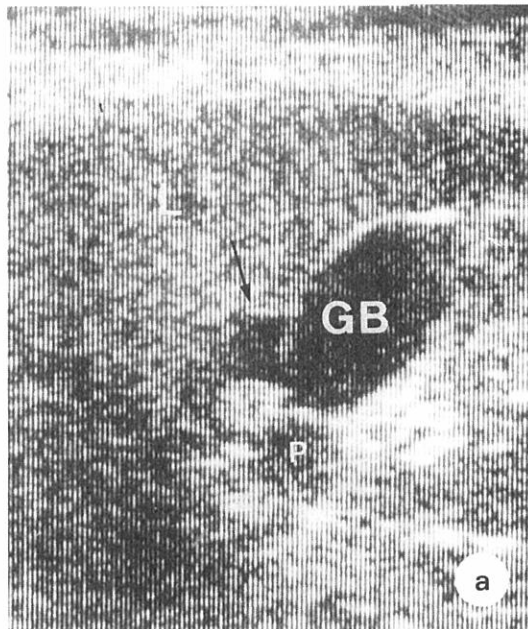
a. Intercostal ultrasonography shows a diverticulum (arrow) of the gallbladder (GB).
